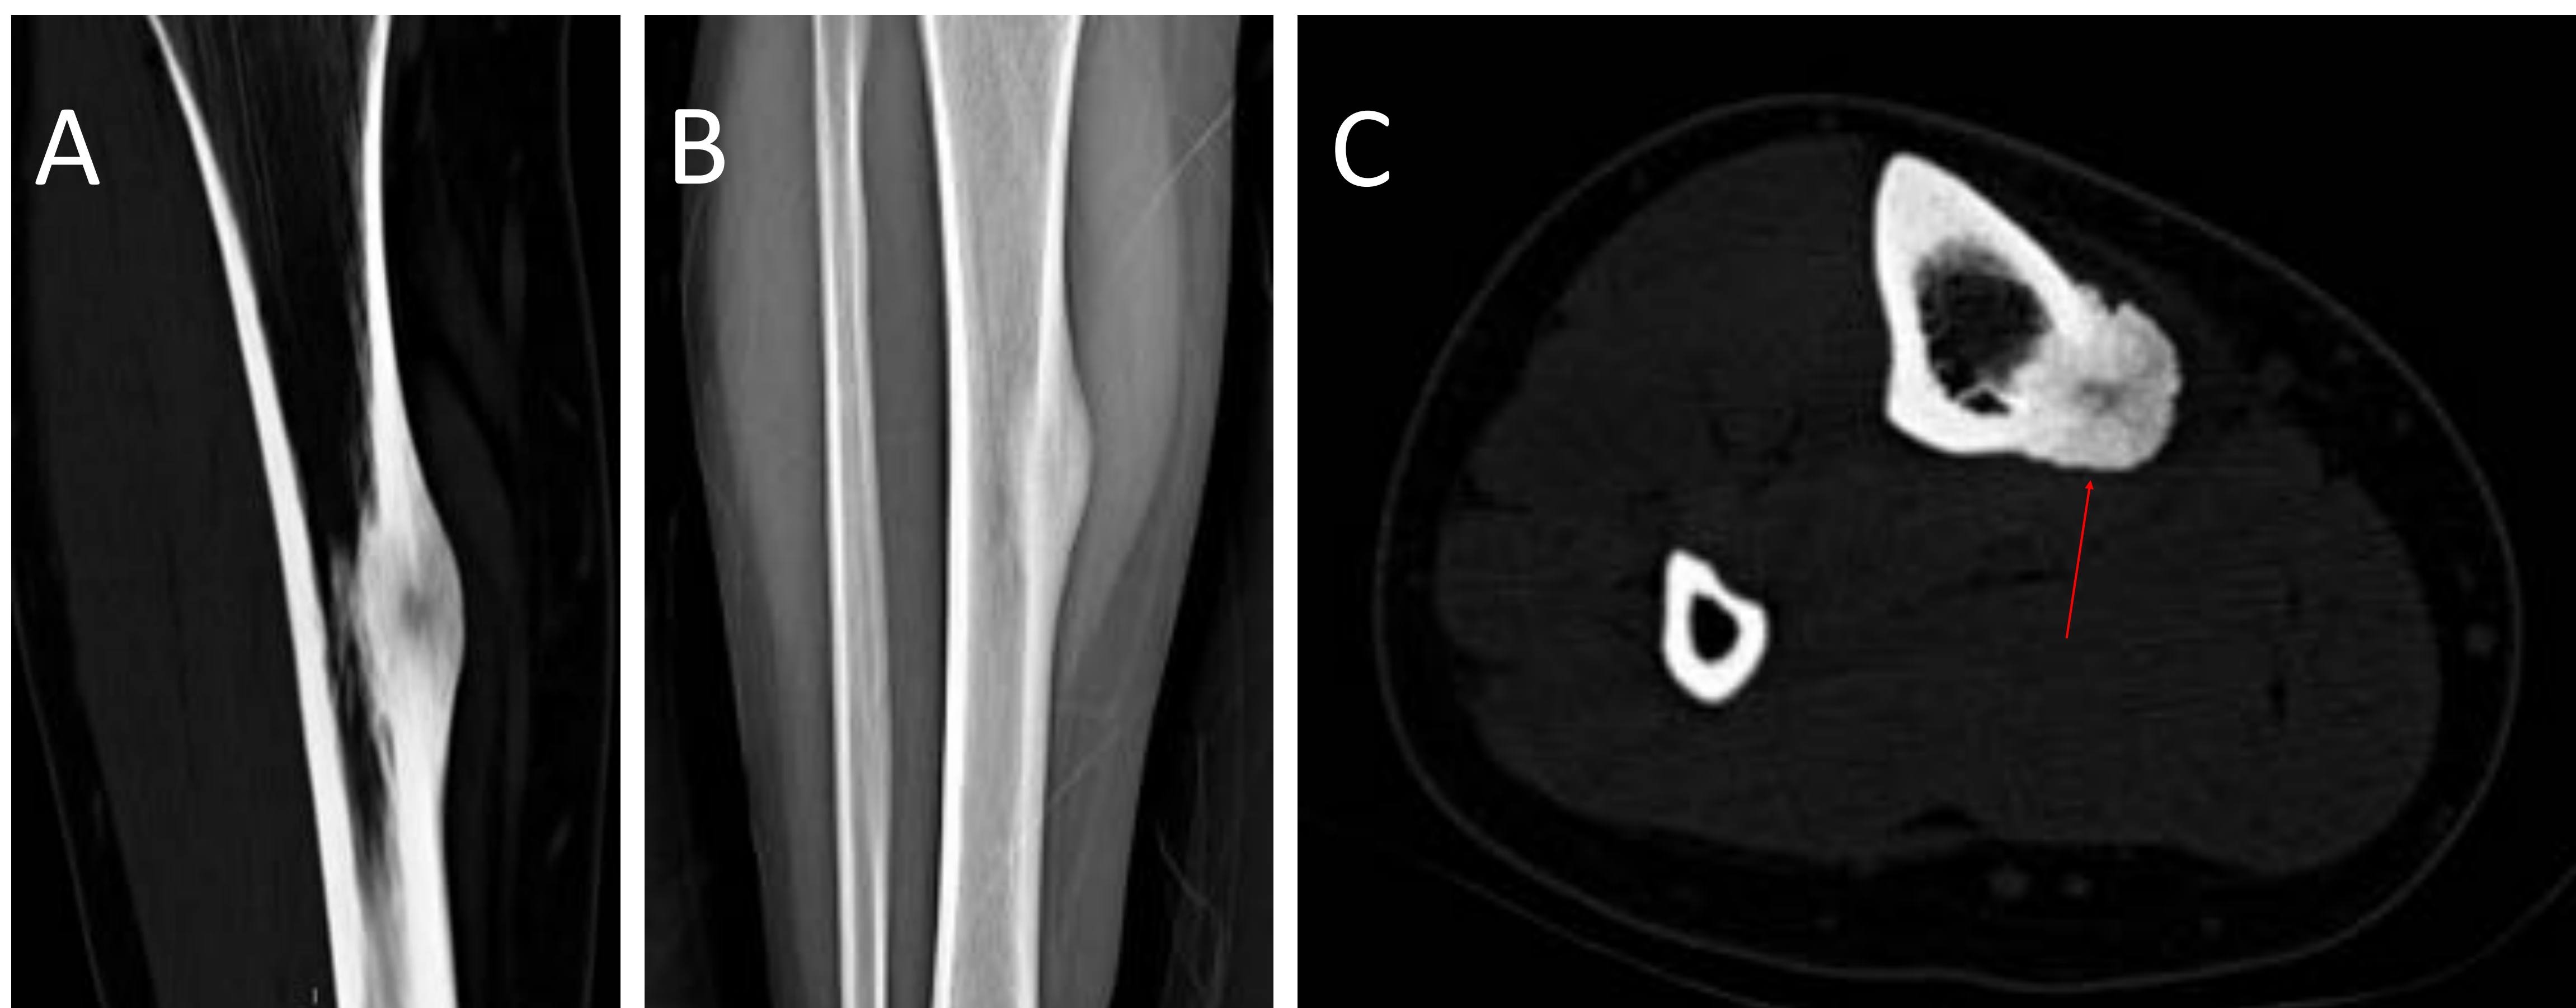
TC MPR coronal con ventana ósea (A) y Rx simple AP (B) de tobillo. TC axial (C).
